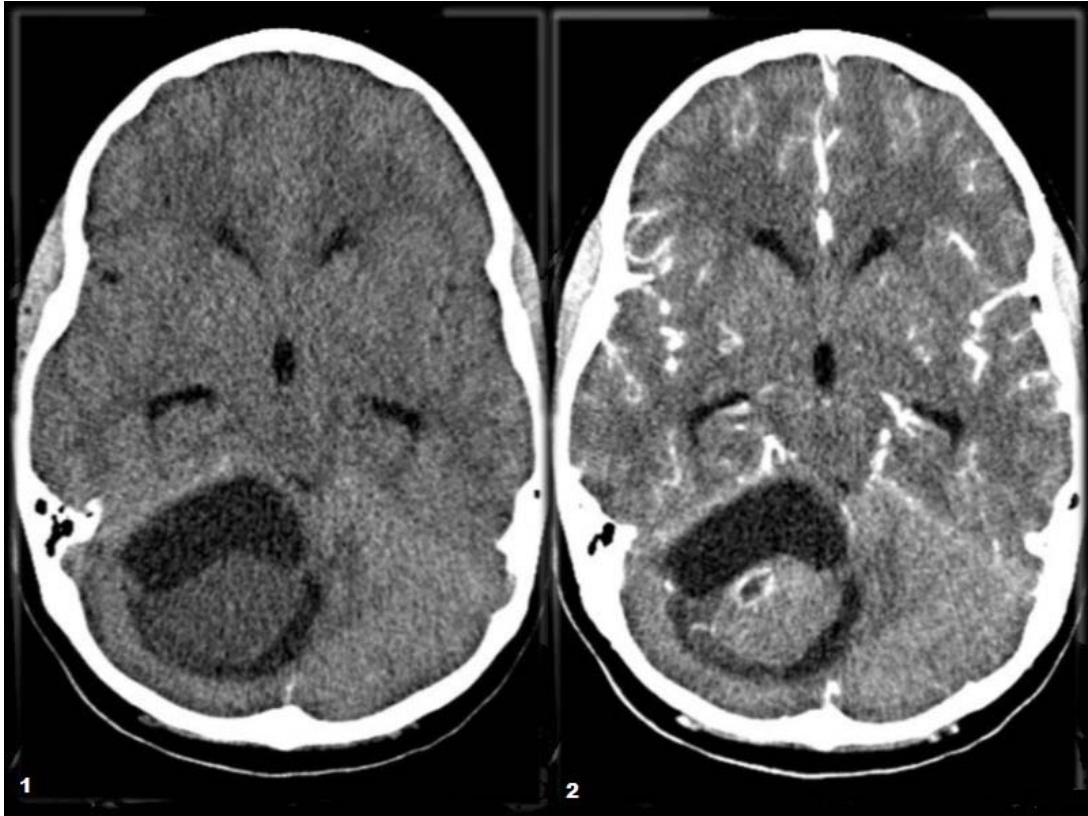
TDM 1. Axial sans contraste 2. Axial phase artérielle C+
